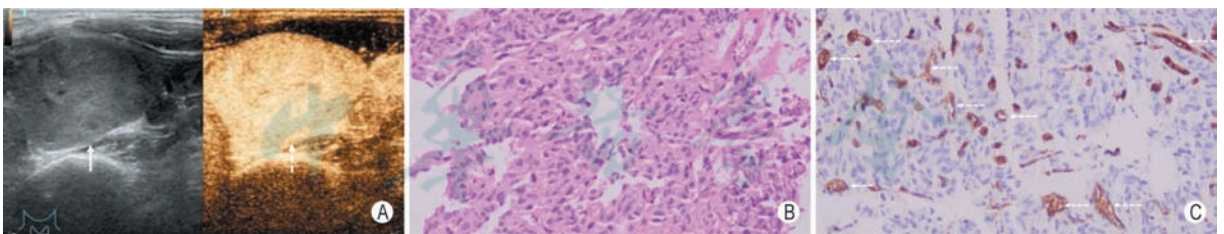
甲状腺滤泡性腺瘤超声造影强度与其组织内微血管密度正相关 A: 甲状腺低回声结节, 质地均匀 (实线箭头指示), CEUS 显示结节呈整体高增强 (虚线箭头指示); B: HE 染色组织学镜检 ($\times 200$) 见甲状腺滤泡上皮增生形成实性片状及条索状排列, 细胞立方至柱状, 无明显异型, 周围少量包膜未见肿瘤侵犯, 符合滤泡性腺瘤改变; C: IHC 染色组织学镜检 ($\times 200$) 见瘤体间质内血管内皮细胞标志物 CD34 呈强阳性表达 (深棕褐色), 对应的微血管较为密集, 且管腔清晰可辨 (虚线箭头指示)
